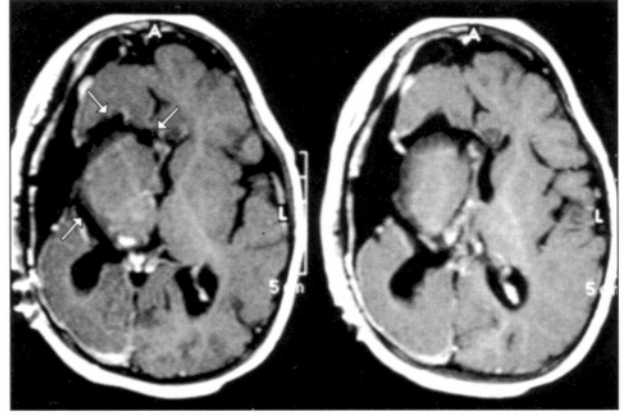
Hemisferotomi sonrası T1 ağırlıklı sagittal MRI kesitleri. Ok işaretleri solda frontobazal diskonneksiyon hattını ve sağda da amigdalohipkampektomi kavitesini göstermektedir.
